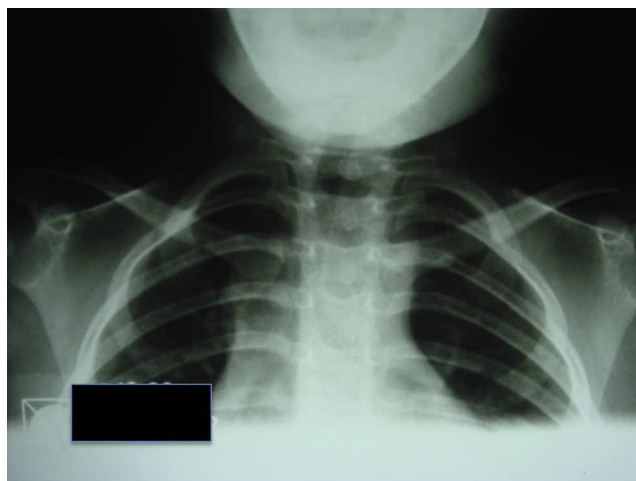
Radiografías de las clavículas mostrando reducción del espacio articular esternoclavicular izquierdo y engrosamiento del periostio.
